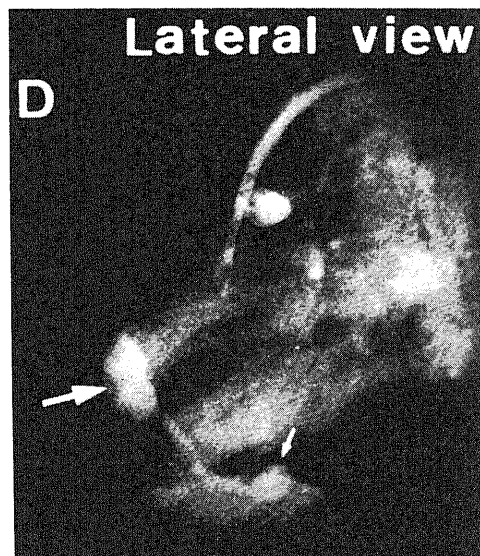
Two-dimensional echocardiograms and angiocardiogram from a 1-year-old boy with Kawasaki disease. (A) Sector r-P1 shows an abnormal echo-free space at the right side of the right ventricular outflow tract. (B) Sector r-P2 visualizes the same coronary aneurysm as in panel A. (C) Sector r-P5 shows another echo-free space at the area around the tricuspid valve ring. (D) The angiogram shows 2 right coronary aneurysms. The larger one corresponds to that in panels A and B, the smaller one corresponds to that in panel C. A=anterior; L=left; LV=left ventricle; P=posterior; PA=pulmonary artery; R=right; RA=right atrium; RVIT=right ventricular inflow tract; RVOT=right ventricular outflow tract; S=superior.
